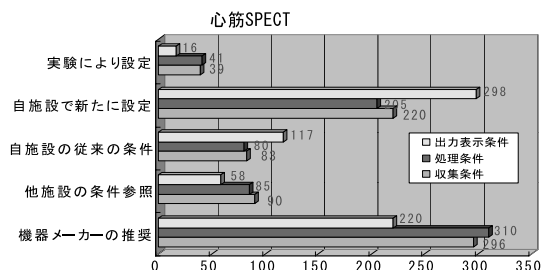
心筋 SPECT 検査の収集・処理・出力表示条件の設定
